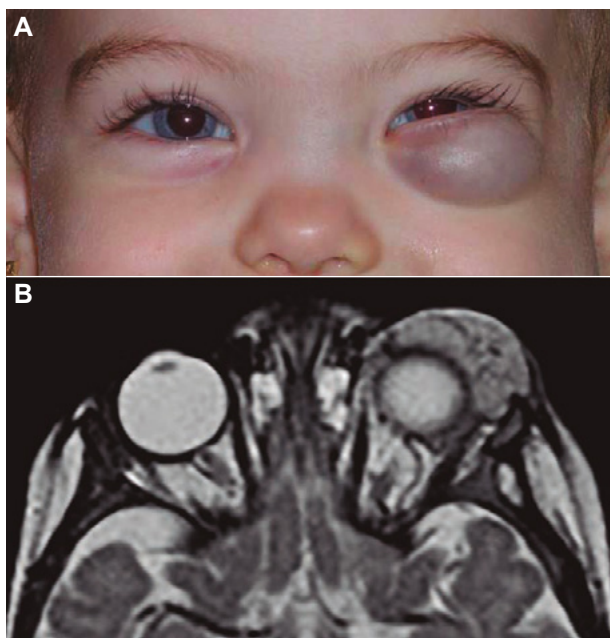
A. Hemangioma de párpado inferior con alto riesgo de ambliopía por astigmatismo. B. Resonancia de la lesión. Observamos afectación orbitaria importante que puede causar ambliopía por compresión de estructuras o por alteración en la motilidad ocular.
